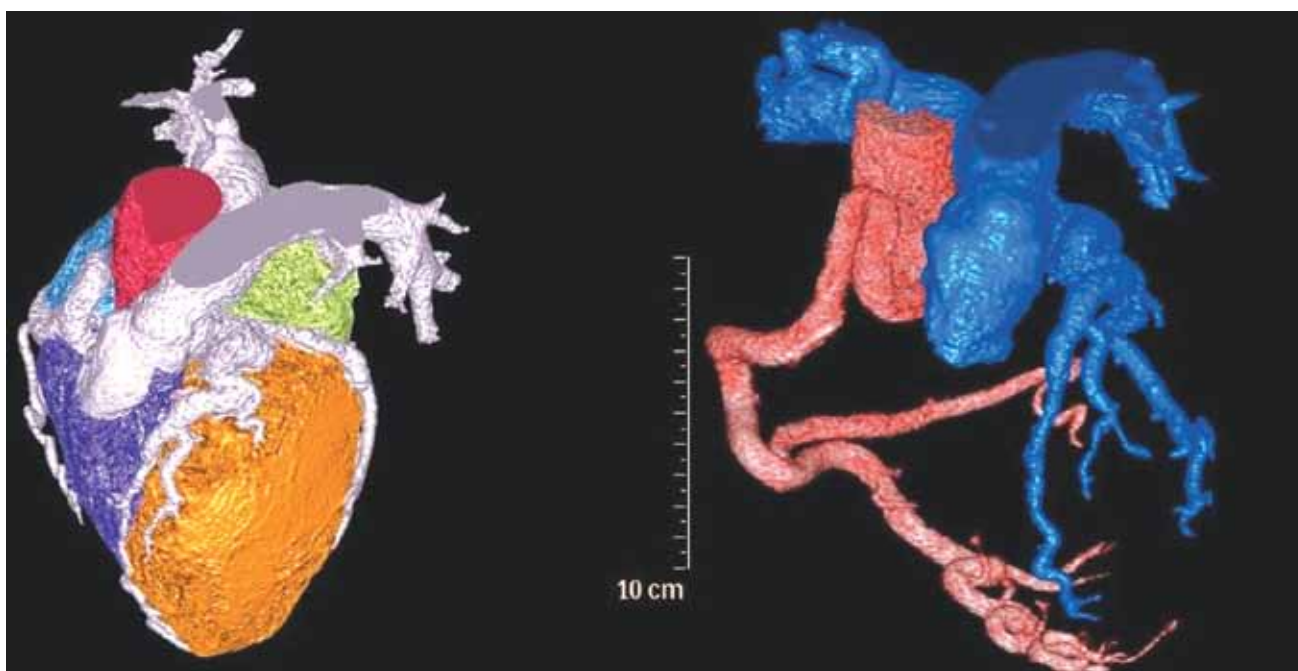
Angiografia por tomografia computadorizada multislice das artérias coronárias de alta resolução que permite a visualização morfológica direta das variações anatômicas na origem da artéria coronária esquerda (ACE).
